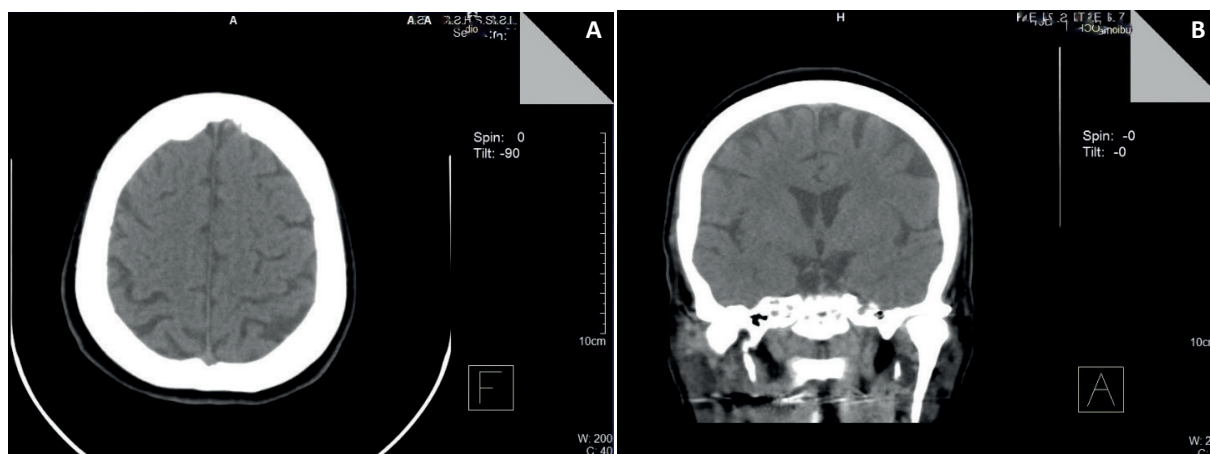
Tomografía del encéfalo en la que se evidencian datos de atrofia cortical de los lóbulos frontales. A: Corte horizontal; B: Corte coronal.
